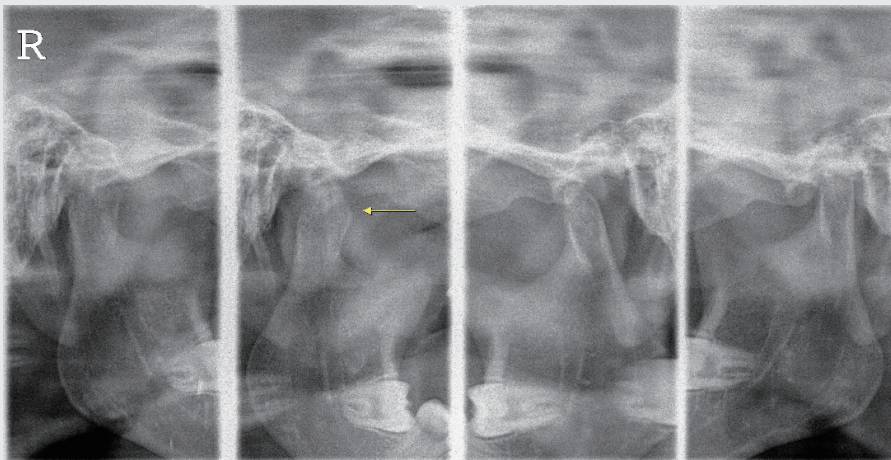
T-M panoramic radiograph on 10 months after surgery. Remodeling of mandibular condyle can be detected.
